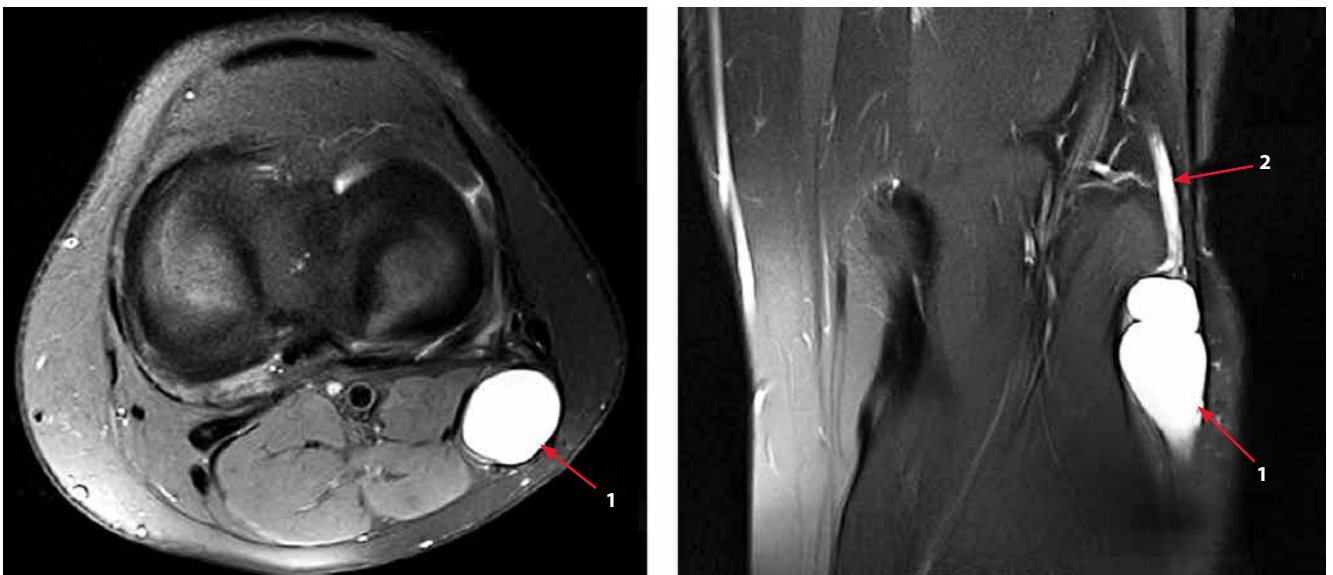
Магнитно-резонансная томография в режиме T2. 1 – интраневральный ганглион; 2 – общий малоберцовый нерв
